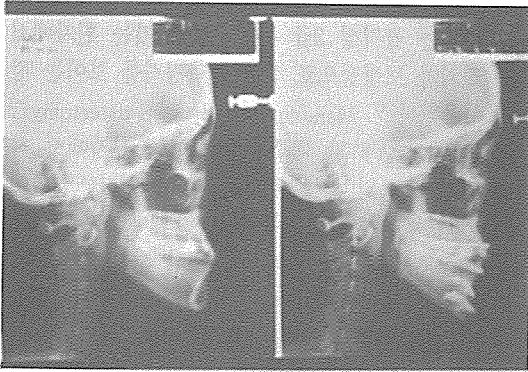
증례Ⅳ, 술전후 두부방사선 규격사진
